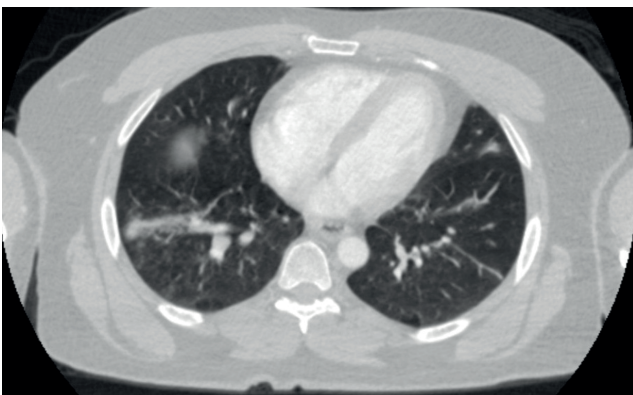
Pulmonary CT angiography revealed bilateral ground-glass opacities and areas of consolidation
